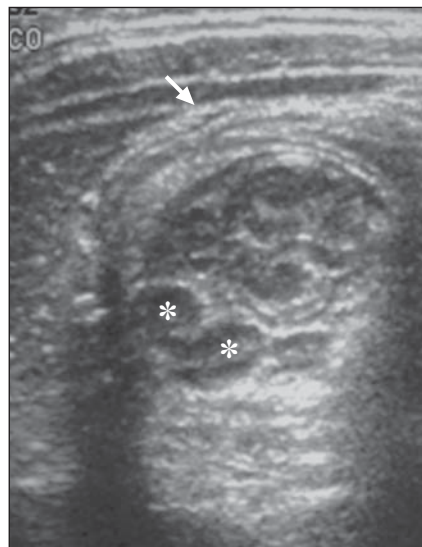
Ultra-sonografia mostra linfonodos mesentéricos (asteriscos) encarcerados no centro da base da intussuscepção. Também se notam paredes ecogênicas do intussuscepto em relação ao parênquima hepático adjacente, com padrão multilamelar/“em casca de cebola”, representando área de pouco comprometimento vascular (seta).
